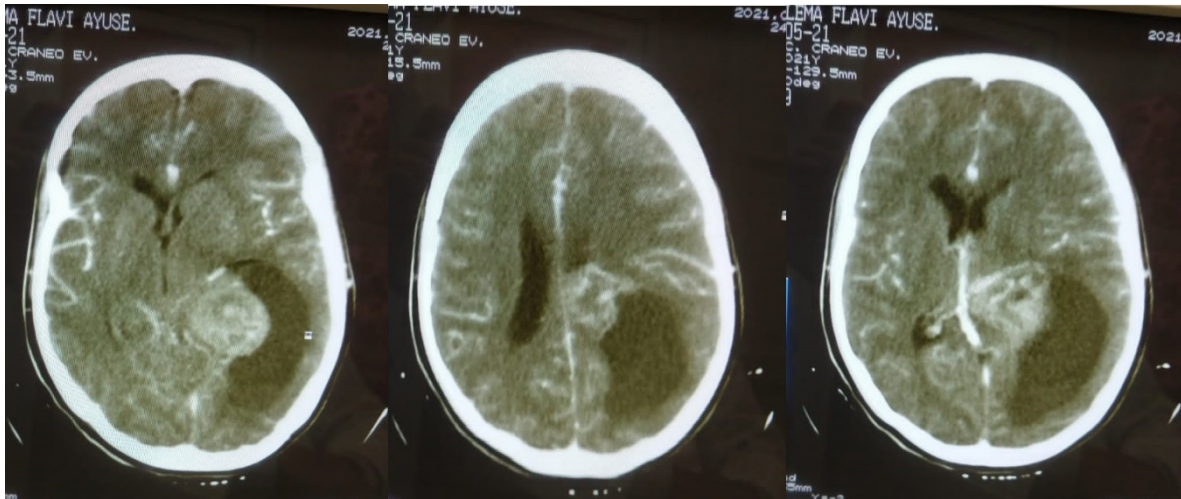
Tomografía computarizada contrastada de cráneo preoperatoria. Tomada de la historia clínica de la paciente.
